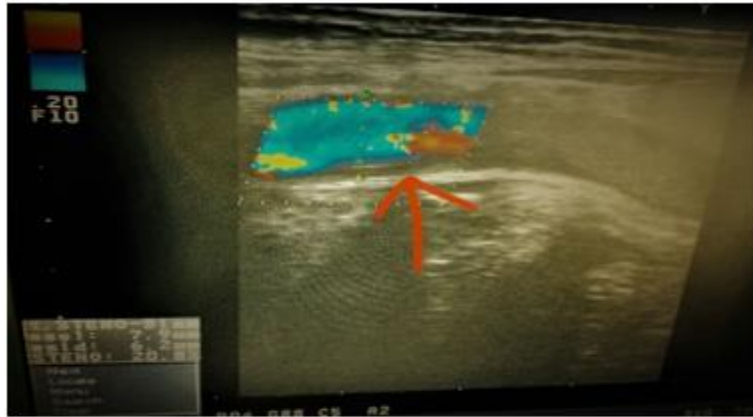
Ecografía carotídea, en modo Doppler color.
